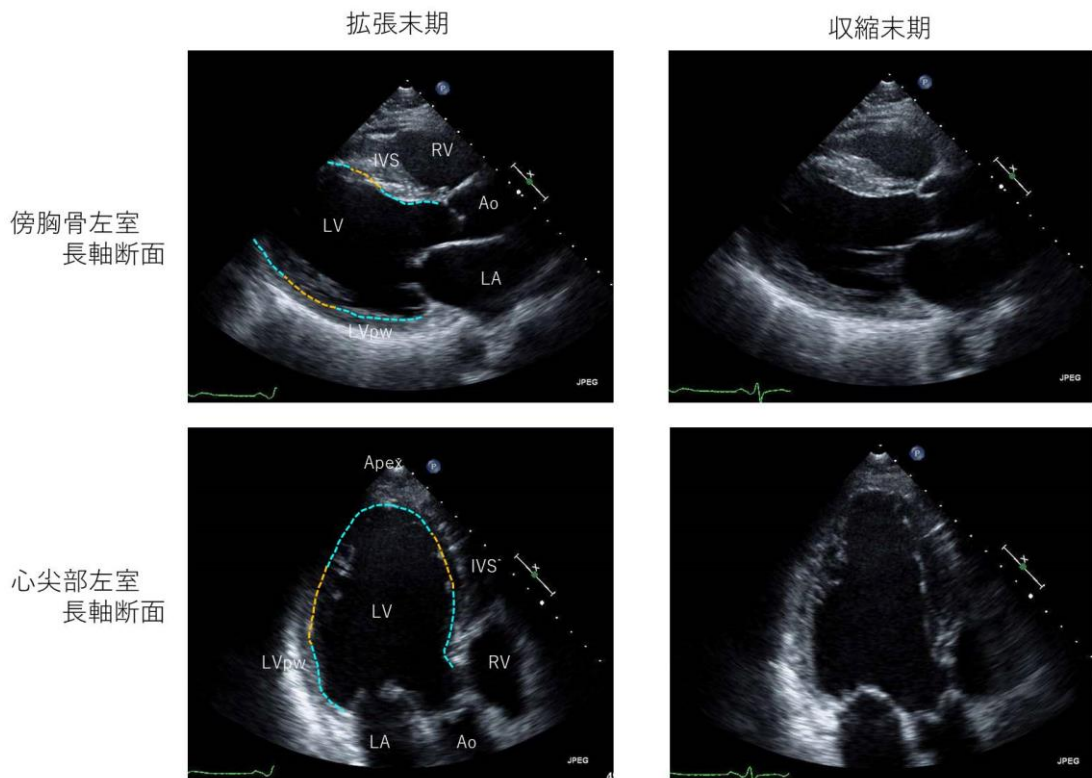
非虚血性左室機能低下例 (Case11) の超音波断層像。
